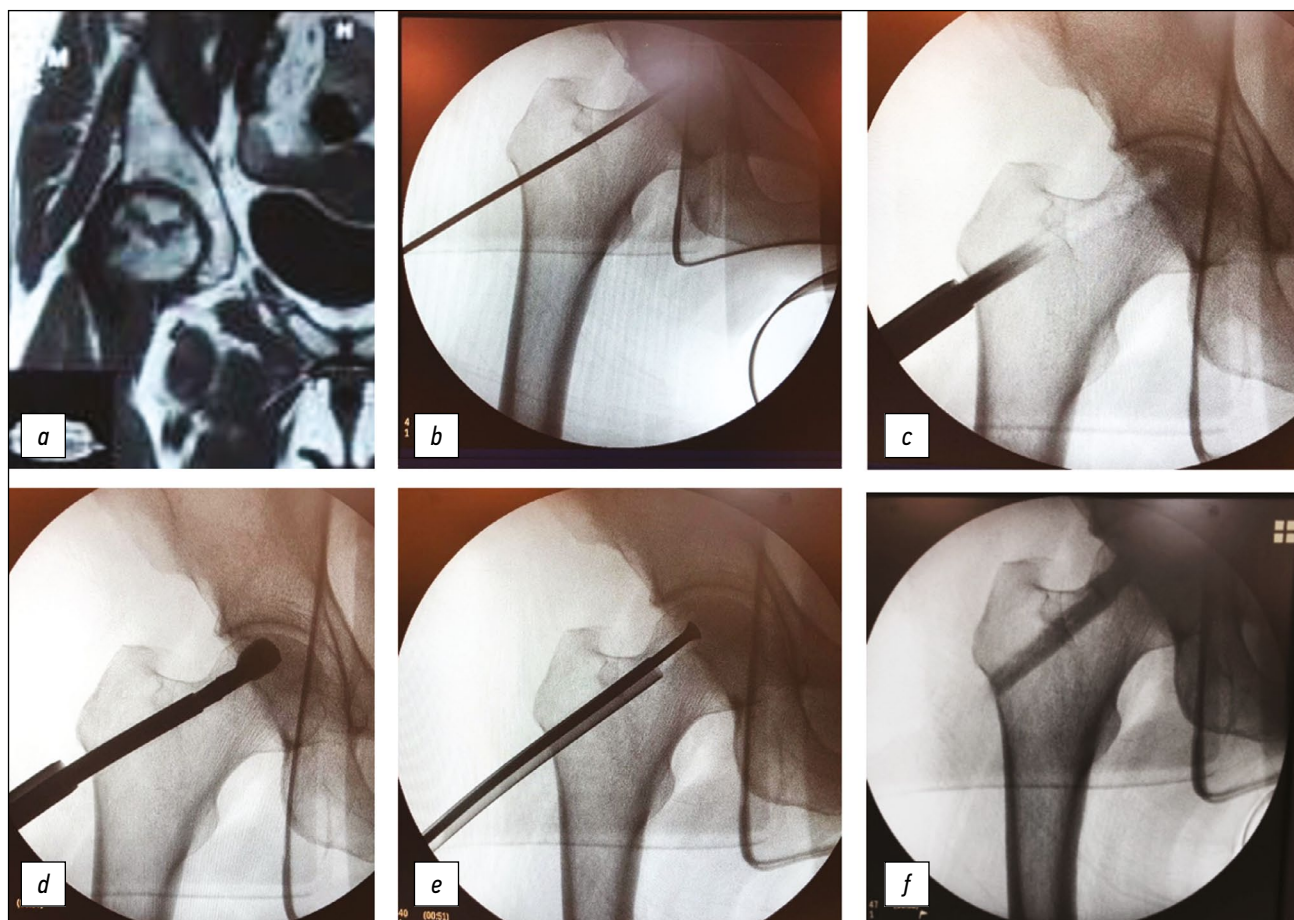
Этапы операции декомпрессии очага некроза с использованием чрескожного раздвижного лезвия с комбинированной пластикой костного дефекта. *a* — магнитно-резонансная томограмма аваскулярного некроза головки бедренной кости II стадии; *b* — установка направляющей спицы в центр зоны некроза (положение определяется в результате предоперационного планирования); *c* — рассверливание по спице; *d* — удаление некроза при помощи раздвижного лезвия; *e* — замещение дефекта в головке губчатой аутокостью; *f* — заполнение канала шейки бедренной кости жидким трансплантатом из сульфата кальция.
